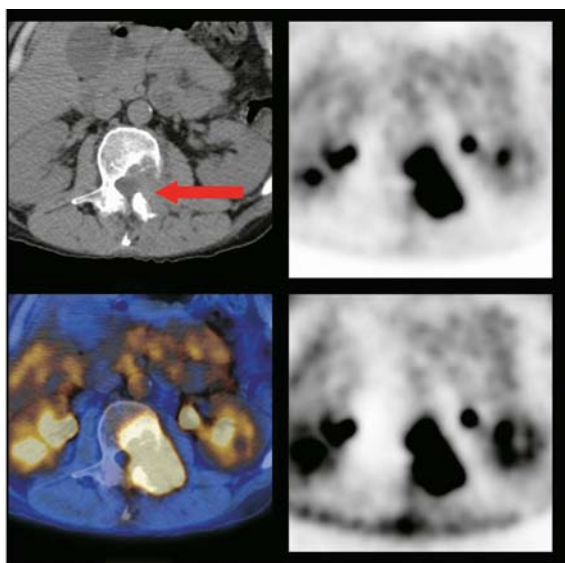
Sezione assiale che passa attraverso la captazione lombare di FDG. La TC mette in evidenza una grossa massa di tessuto che ha invaso la porzione posteriore di un corpo vertebrale, la lamina sinistra ed il peduncolo
